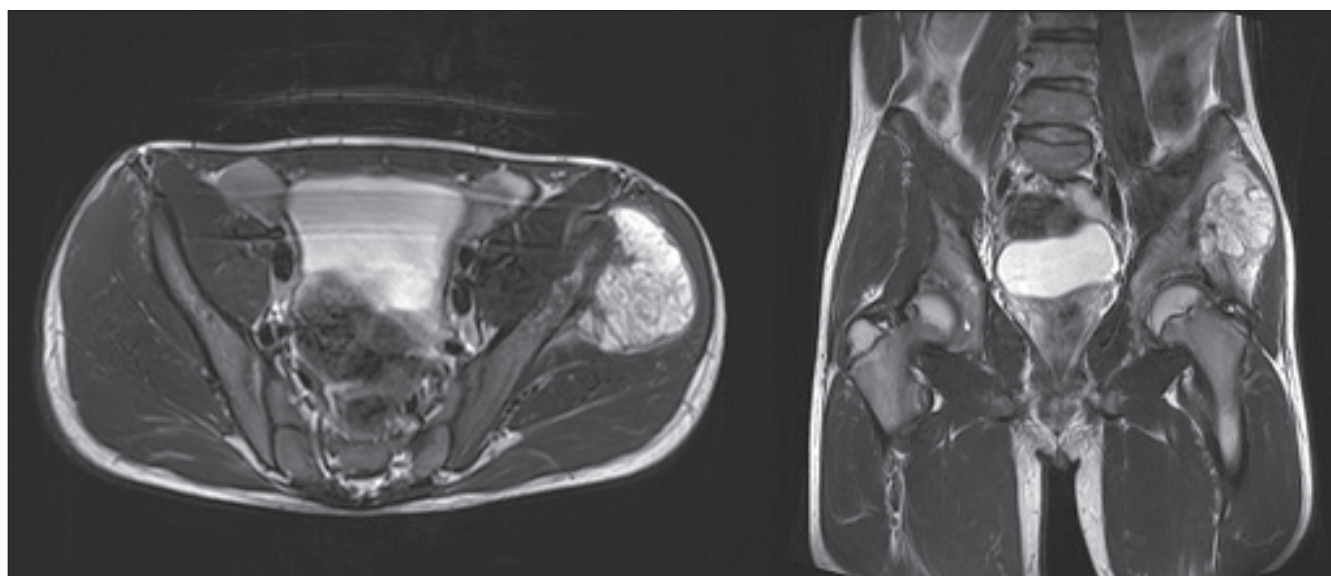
МРТ до начала лечения
